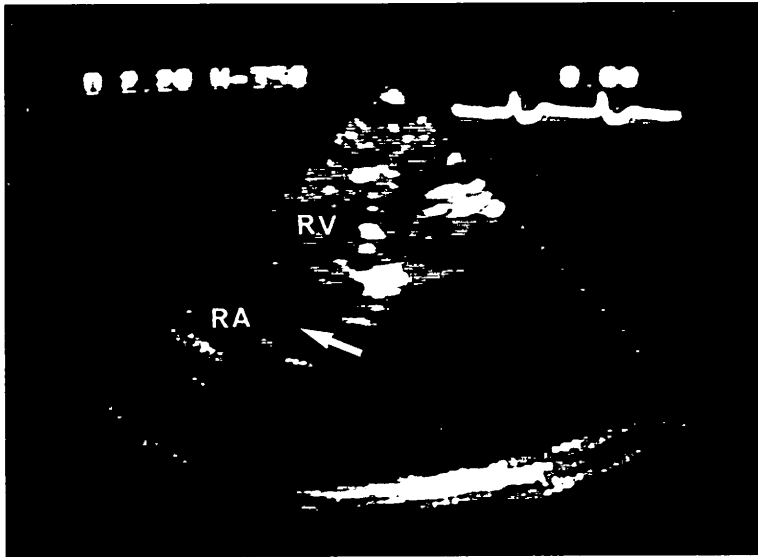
Contrast echocardiogram using indocyanine green (ICG) (Case 1).
